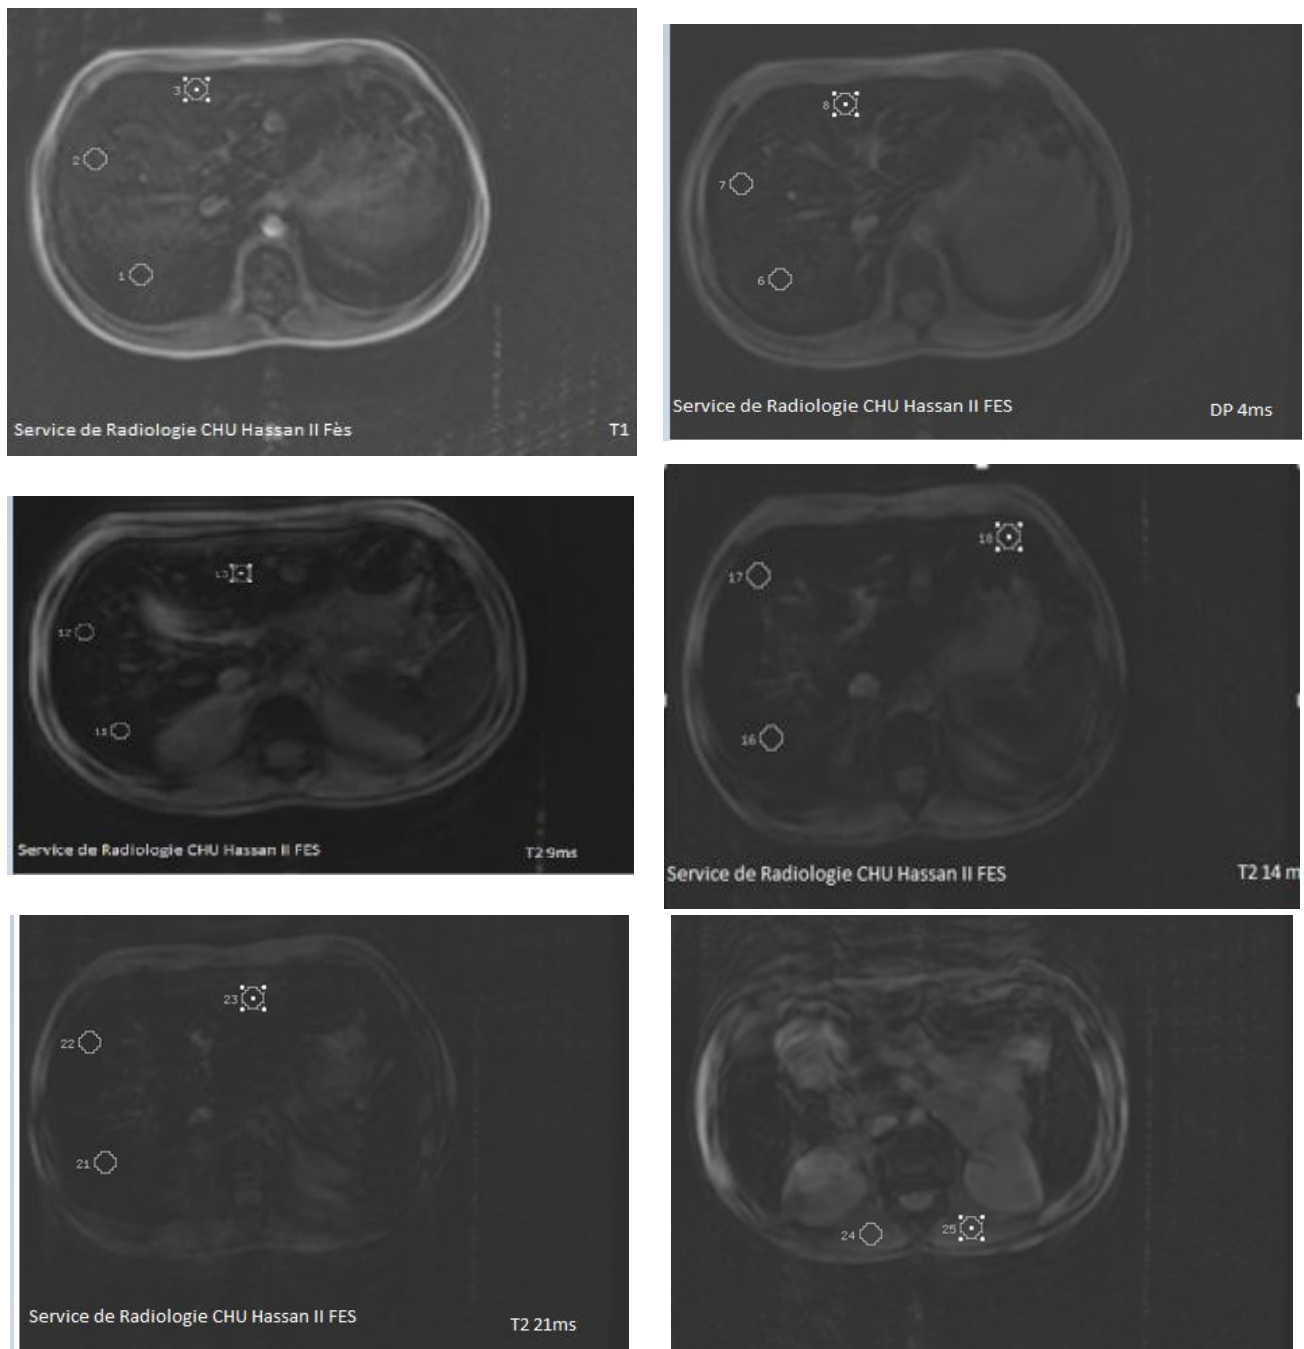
Images d'IRM T₂* (T1, 4ms, 9ms, 14ms, 21ms) chez un patient thalassémique homozygote montrant un taux de surcharge hépatique en fer estimée à > 350 $\mu\text{mol/g}$.
